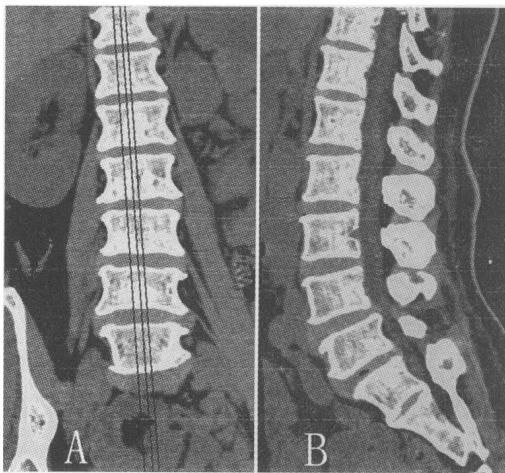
腰椎 CT 矢状位 MPR 图像。图 A 为定位像。
